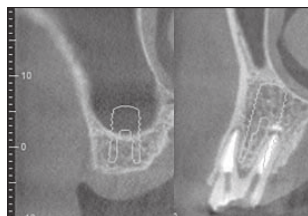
Radiographic image 12 months after implant placement.
